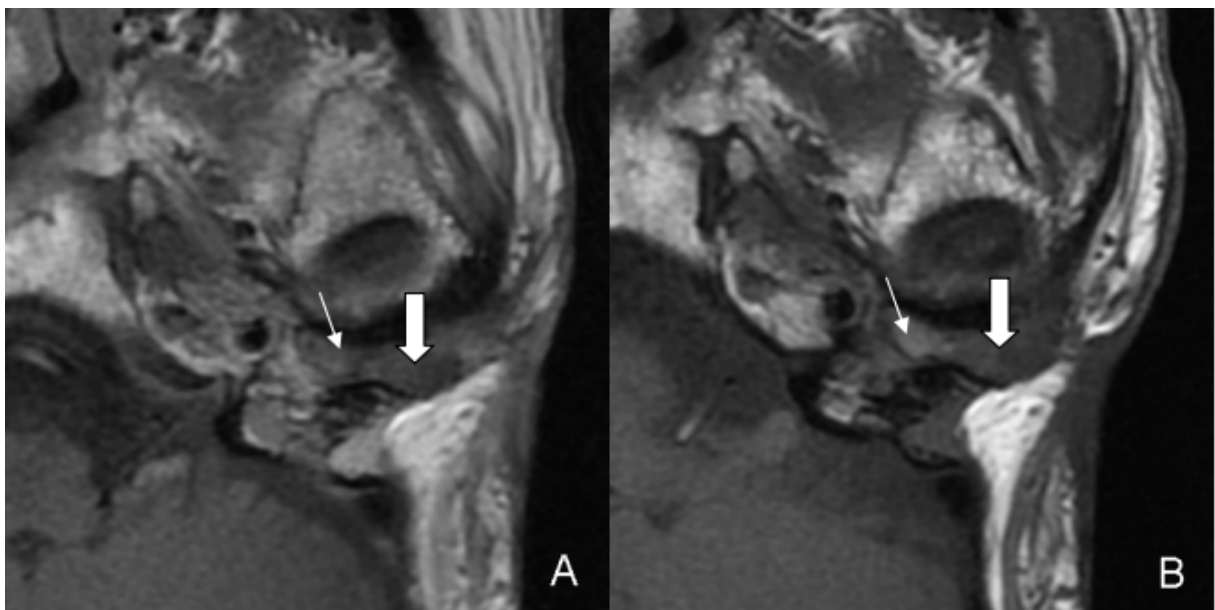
IRM en coupe axiale. [166]
